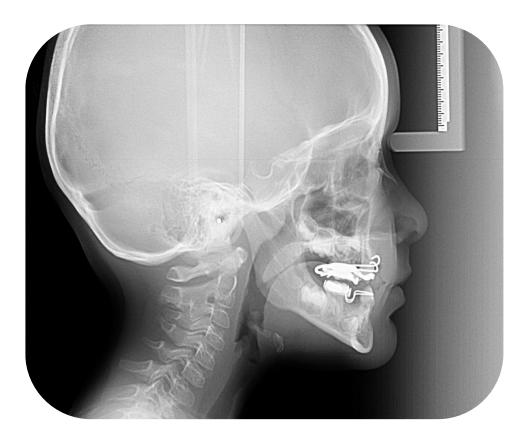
Radiografía Lateral de Cráneo a 2 meses de tratamiento. Fuente propia.
